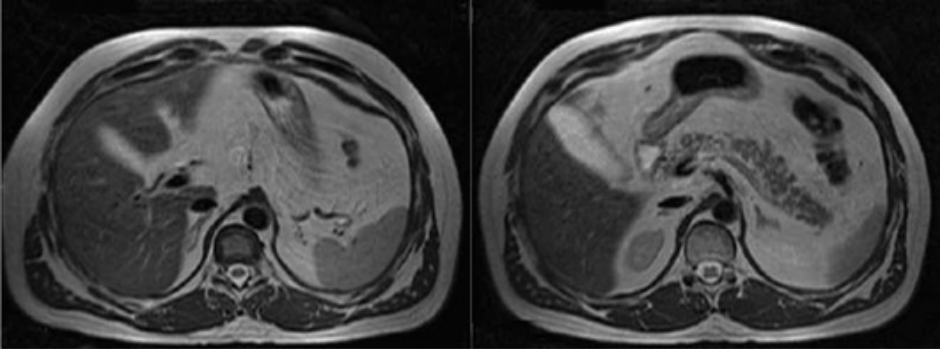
Магнитно-резонансная томография надпочечников в норме (аксиальные срезы, T₂-взвешенные изображения)
